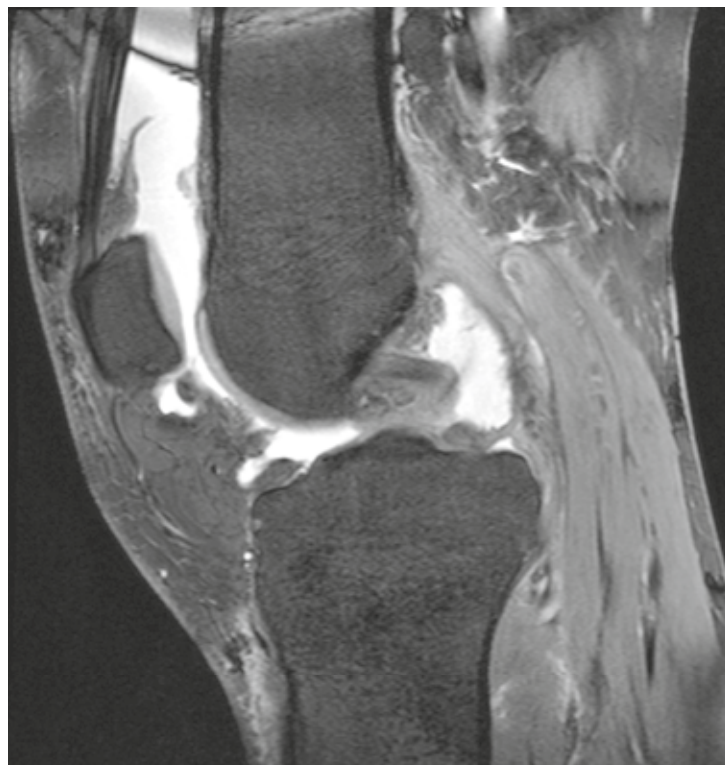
MRI des linken Kniees: Erguss und mässige Synovitis
